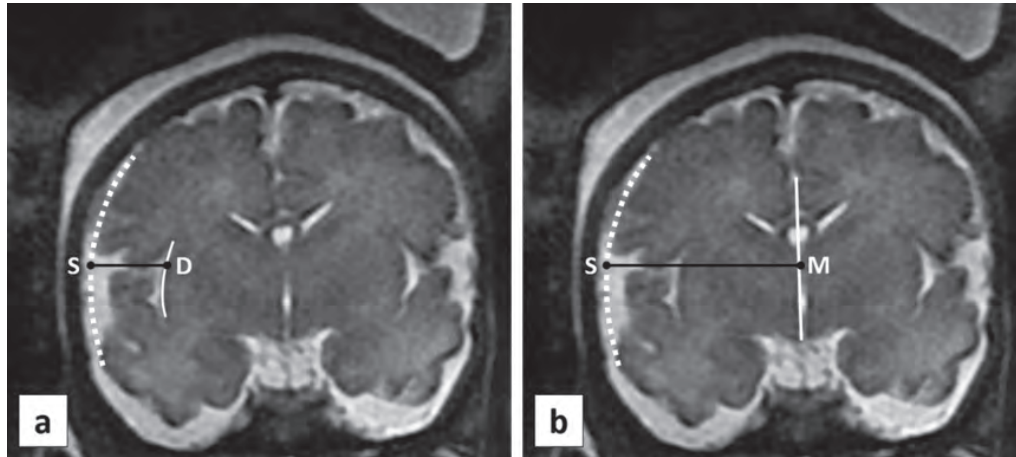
МРТ головного мозку плода (36 тижнів гестації, режим T2), морфометрична оцінка бічної борозни: S – крива, що відповідає зовнішній поверхні головного мозку, D – крива, що відповідає поверхні кори усередині борозни, M – пряма, що відповідає серединній сагітальній площині; а – визначення абсолютної глибини борозни – вимірювання відстані SD; б – визначення відстані між поверхнею головного мозку і серединною сагітальною площиною SM.
